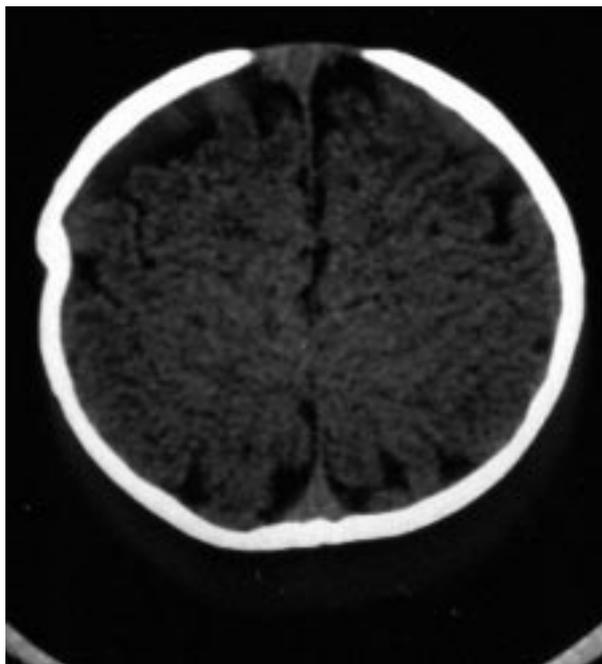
Tomografía axial computarizada craneal: fractura deprimida en un lactante.
